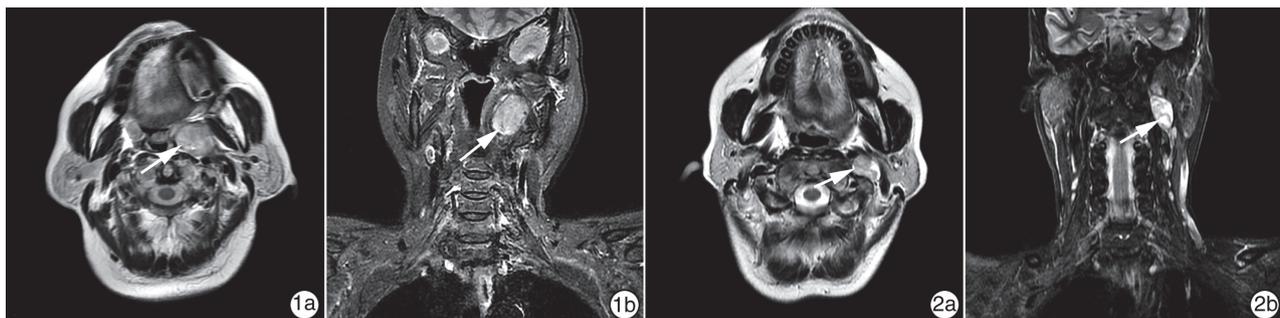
例 1 术前平扫加增强 1a~1b:横轴位及冠状位 MRI T2WI 提示:左侧咽旁间隙占位,性质待定,涎腺混合瘤? 神经源性肿瘤? 淋巴瘤? 或其他? 图 2 例 2 术前平扫加增强 2a~2b:横轴位及冠状位 MRI T2WI 提示:左颈静脉孔区及咽旁间隙异常信号,良性病变可能,神经源性肿瘤?
